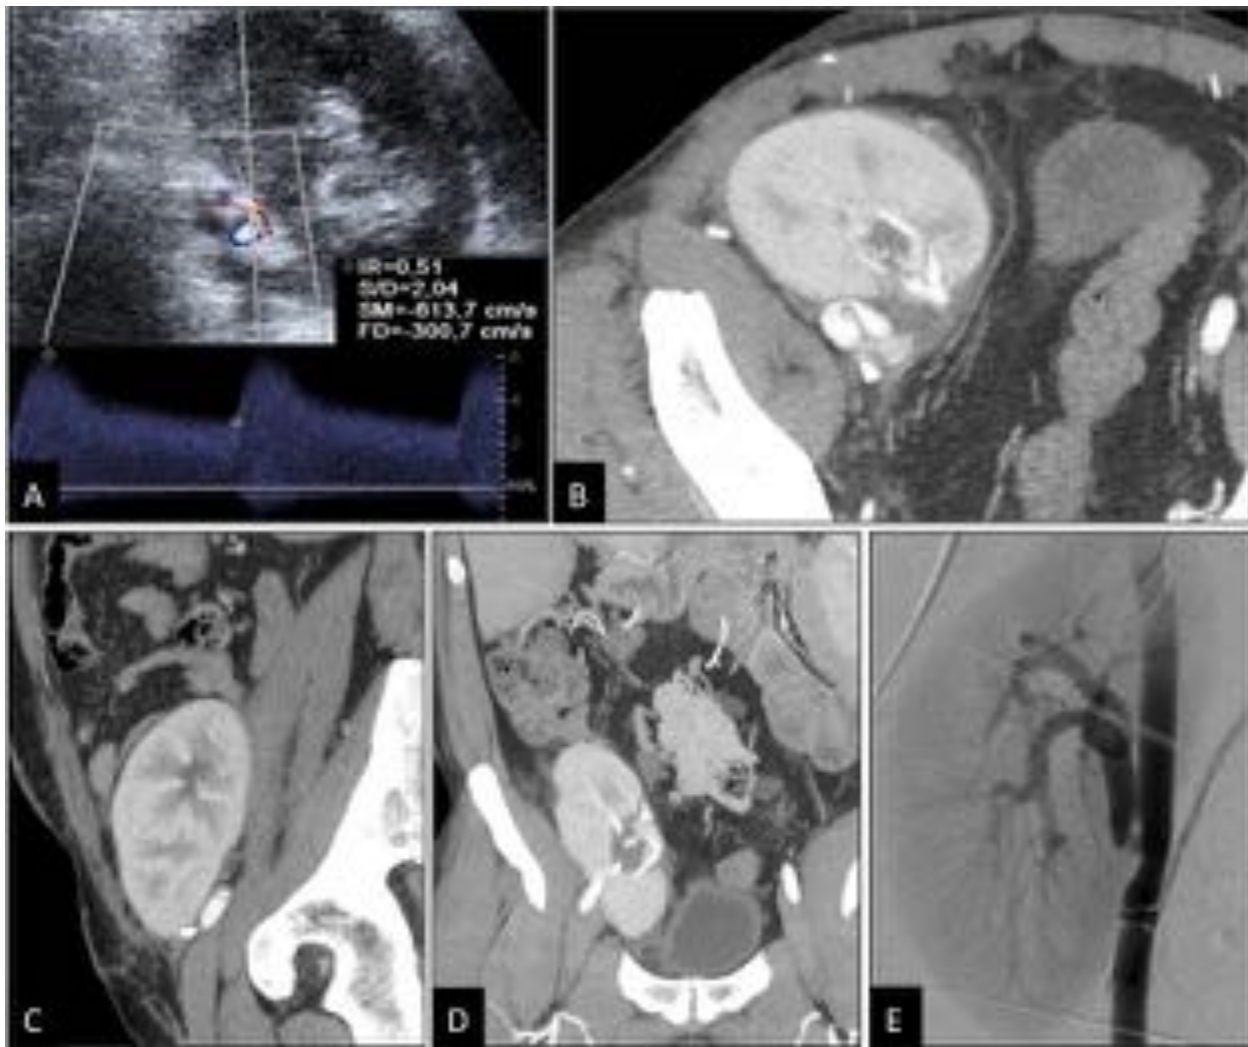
Estenosis de la arteria renal secundario a acodamiento. Estudio Doppler color y espectral de la arteria renal (A), TC abdominopélvico en fase nefrográfica con reconstrucción MIP en plano axial (B), reconstrucción MPR sagital (C) y reconstrucción MIP en plano coronal (D) y angiografía del injerto renal (E). Zona de estenosis de la arteria renal a nivel de la anastomosis que coincide con un acodamiento posterior.
